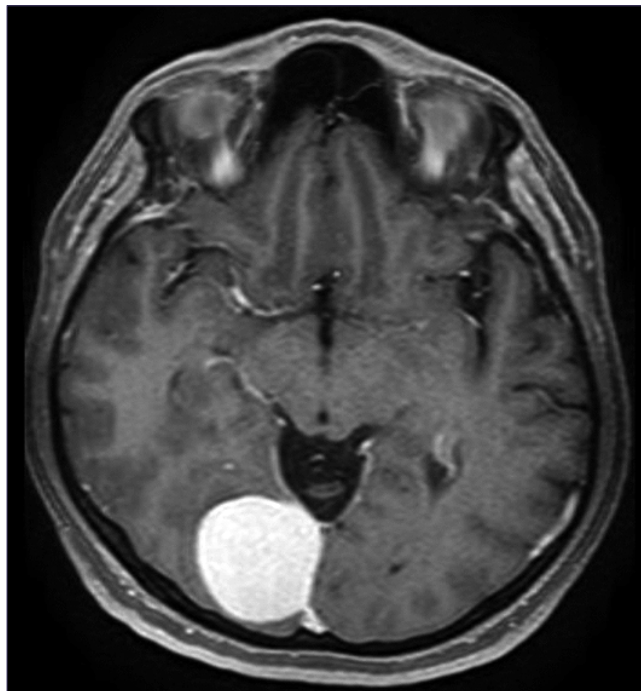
Resonancia magnética previa a la embolización tumoral. Lesión extraaxial adyacente al tercio posterior de la hoz encefálica parasagital derecha que muestra un intenso realce con la administración del medio de contraste.
